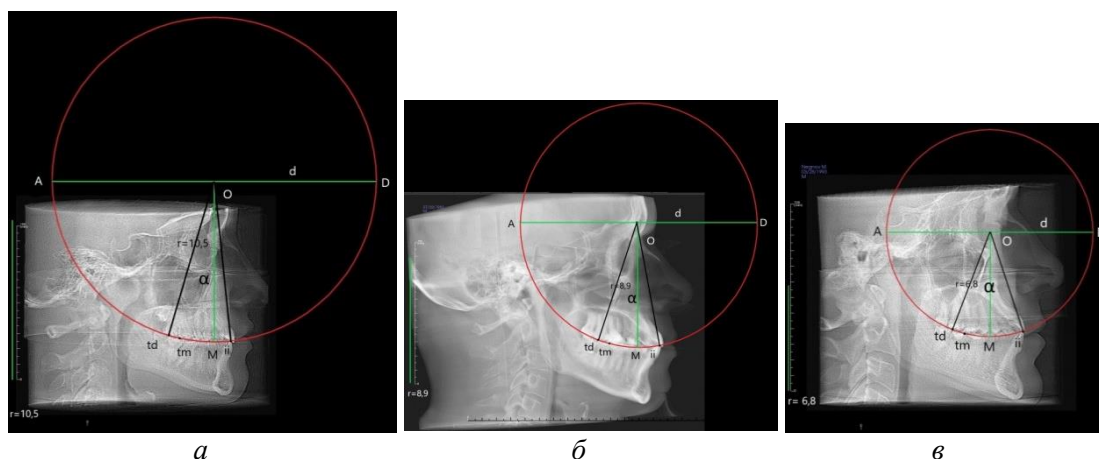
Сравнительный аспект показателей угла α на томограммах головы в аксиальной проекции пациентов, имеющих: брахигнатический (а); мезогнатический (б) и долихогнатический тип строения (в) лицевого скелета
